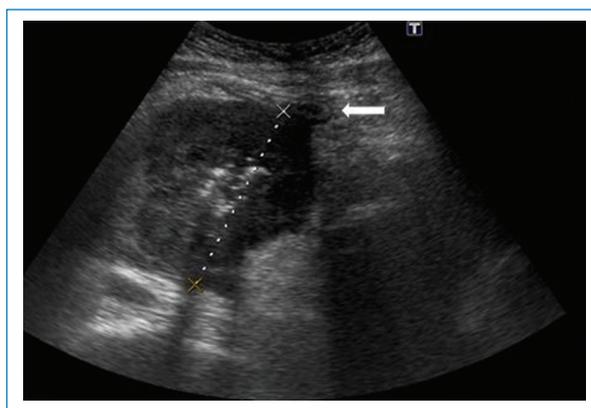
Ultrasonografía con transductor cóncavo de 5 MHz. A nivel infraumbilical se visualiza una masa hipocogénica heterogénea, con gas en su interior en relación con necrosis interna en contacto con un asa de intestino delgado (flecha blanca).
